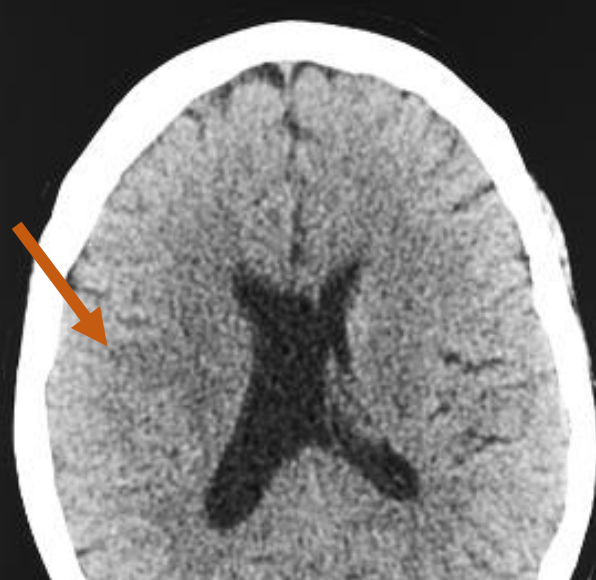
Rychle diagnostikovat klinicky, získat základní laboratorní obraz a hlavně provést zobrazování pomoci CT či MRI k zejména rozlišení krvácení od ischemie!
